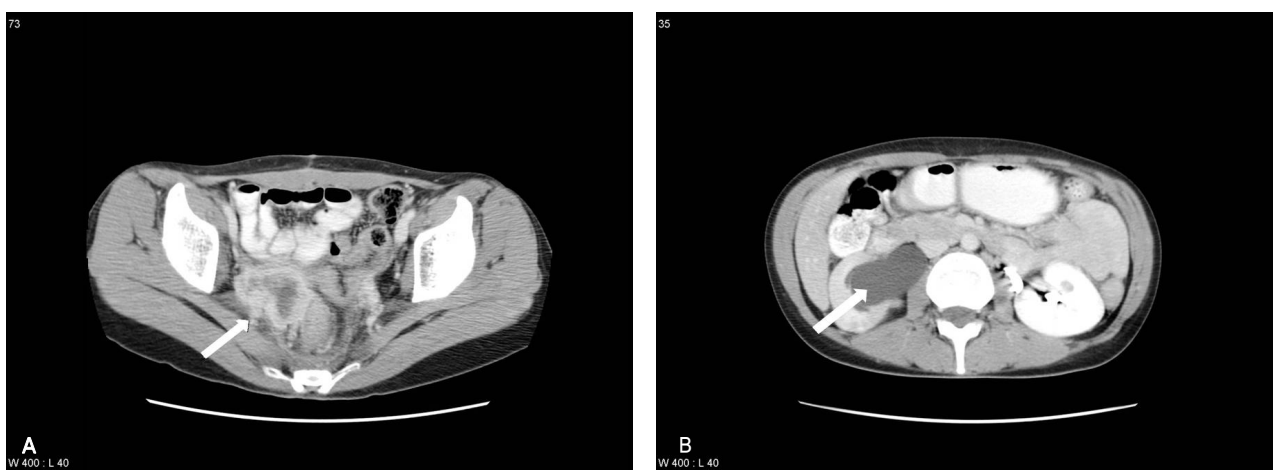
(A) Four-month postoperative CT scan showed a mass of 5.4 cm in diameter extended from vaginal stump to pelvic cavity (A) and hydronephrosis of right kidney due to pelvic mass (B). (B) There were right hydronephrosis (arrow) due to right pelvic mass.
